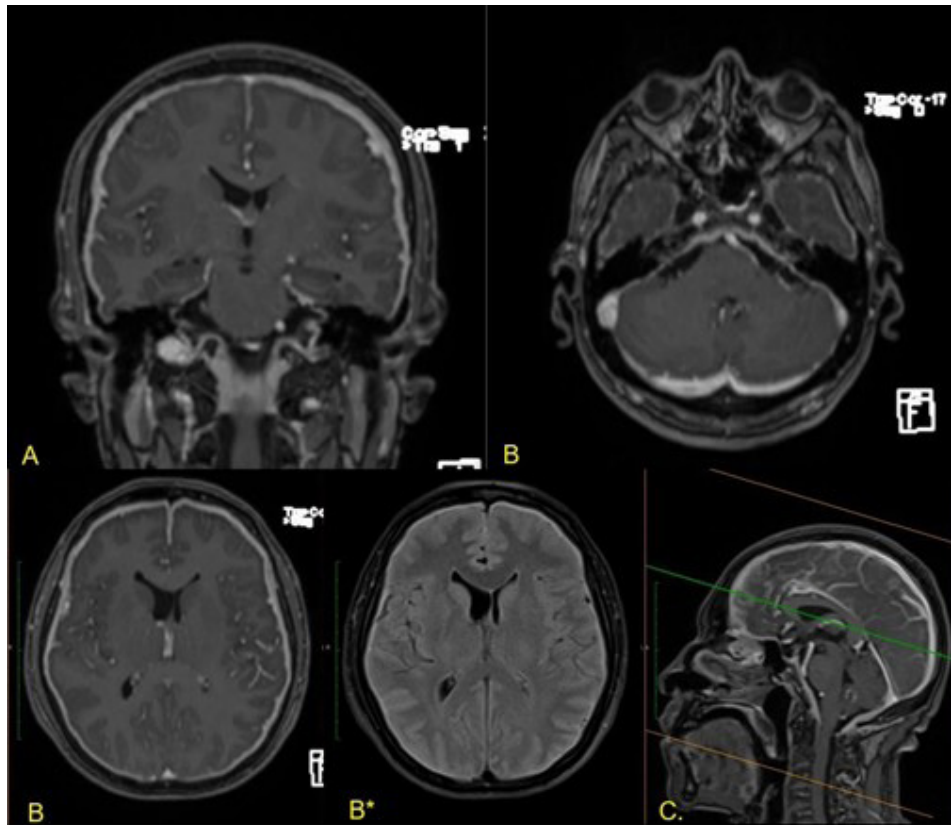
Resonancia magnética de cerebro con contraste
